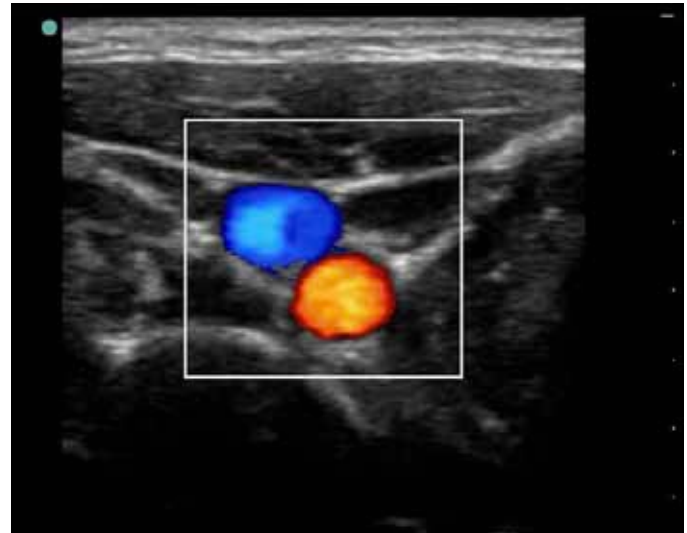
Le doppler couleur des vaisseaux démontre les flux actifs.
